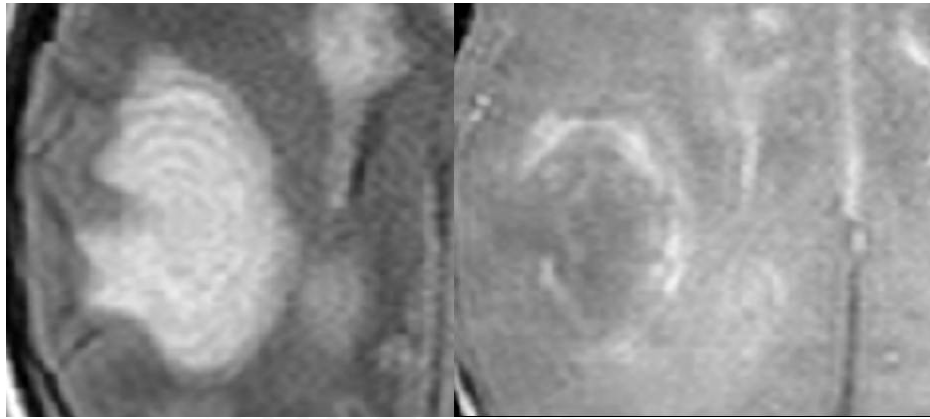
RM cerebral con secuencias ponderadas en T2 (izquierda) y T1 con contraste (derecha) en el plano transversal en paciente con una lesión desmielinizante tipo Baló. Obsérvese el característico patrón de bandas concéntricas y el realce periférico con el contraste.
